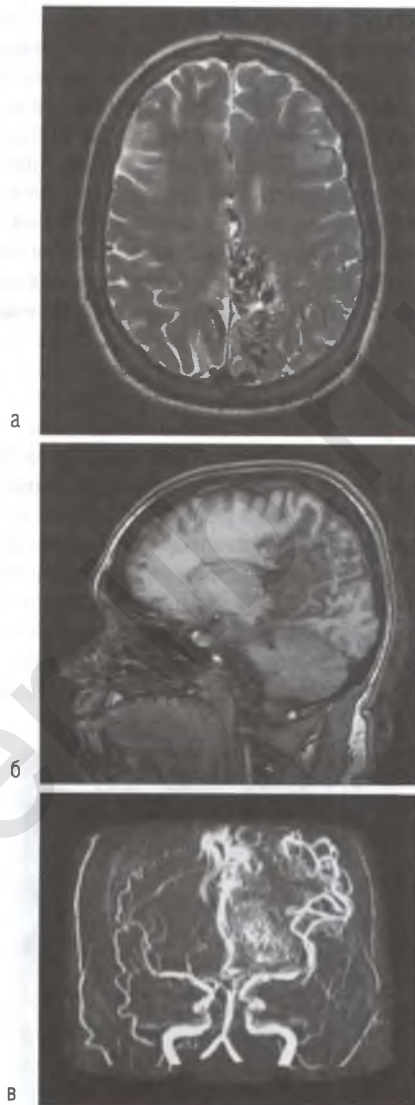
На сканограммах показан большой артериовенозный порок у беременной, найденной дома в состоянии коллапса. Впоследствии у нее отмечены множественные генерализованные тонические/клонические судороги. Исход для матери и ребенка хороший, судорог после родов у матери не наблюдали: а — на аксиальной T2-взвешенной магнитно-резонансной томограмме виден артериовенозный порок (гроздь темных кровеносных сосудов); б — на сагиттальной T1-взвешенной магнитно-резонансной томограмме виден артериовенозный порок (область низкого сигнала сзади); в — на магнитно-резонансной ангиограмме внутричерепных сосудов видна aberrантная сосудистая сеть.
